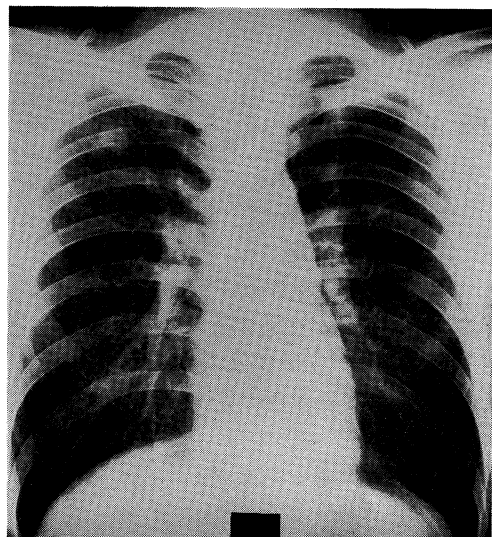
Radiograph of the chest, showing large nodular lesions in both upper lung fields.
